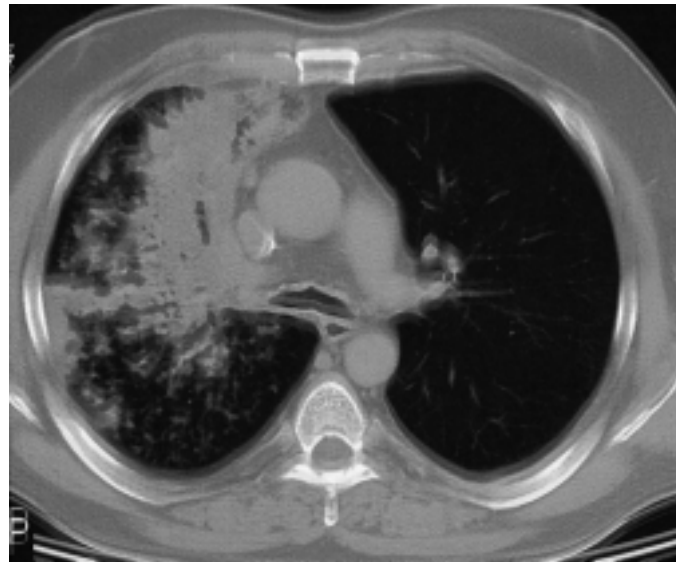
Computertomographie des Thorax: poststenotische Pneumonie mit ausgeprägten atelektatischen und infiltrativen Veränderungen.
